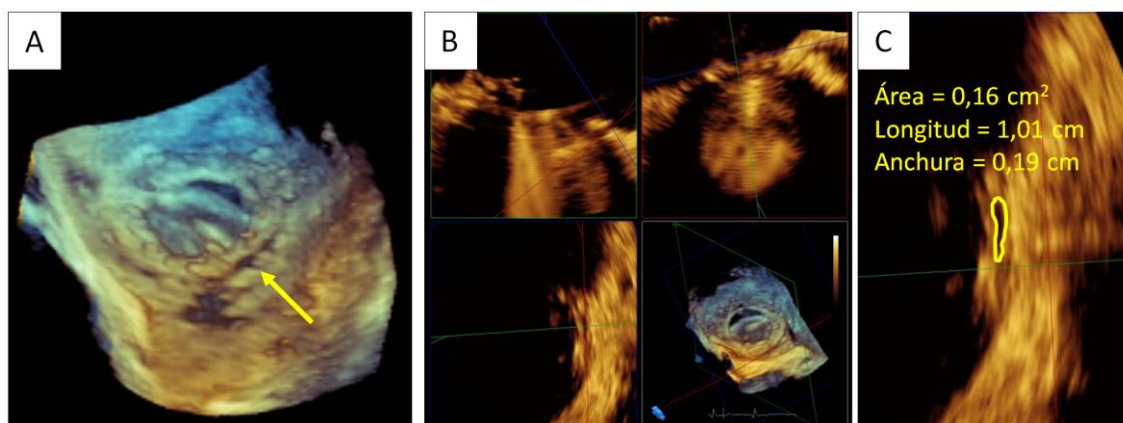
Medición de las dimensiones de un LPV mitral utilizando planimetría sobre imágenes de ETE-3D sin empleo de Doppler color. A: se selecciona un fotograma medio-sistólico; se señala la posición del LPV que se va a medir (flecha). B: se selecciona el plano 2D que incluye el orificio anatómico del LPV, utilizando para ello la herramienta de reconstrucción multiplanar (MPR o *multiplanar reconstruction tool*) de la estación de trabajo QLAB[®] (Philips Medical Systems, Amsterdam, Países Bajos). C: finalmente, se mide mediante planimetría sobre dicho plano 2D la longitud, anchura y área del LPV.
